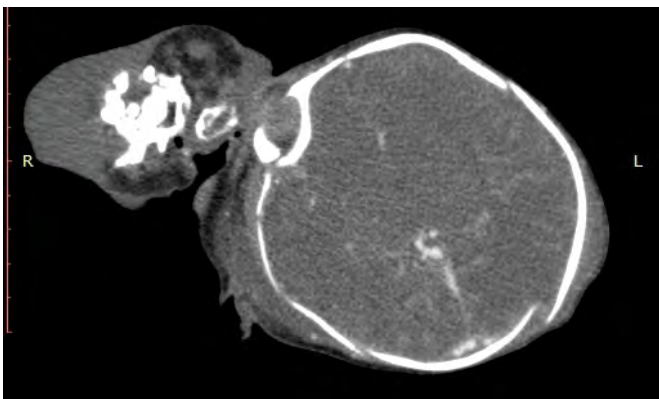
TC com contraste de região cervical evidenciou massa heterogênea na região cervical à direita.
